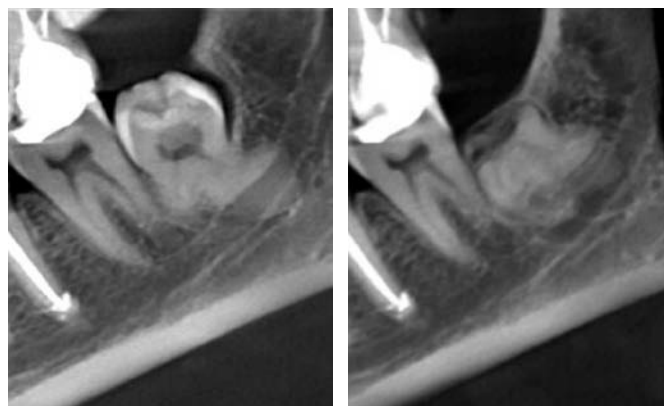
При КТ-исследовании отмечается отсутствие разделяющей кортикальной пластинки между зубами и каналом нижней челюсти
